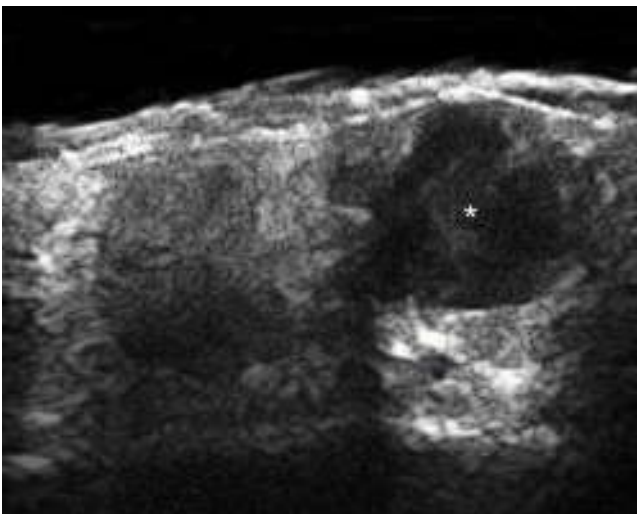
Metástasis cutánea. Ecografía en escala de grises que muestra una estructura anecoica con refuerzo posterior en la dermis superficial y profunda.
